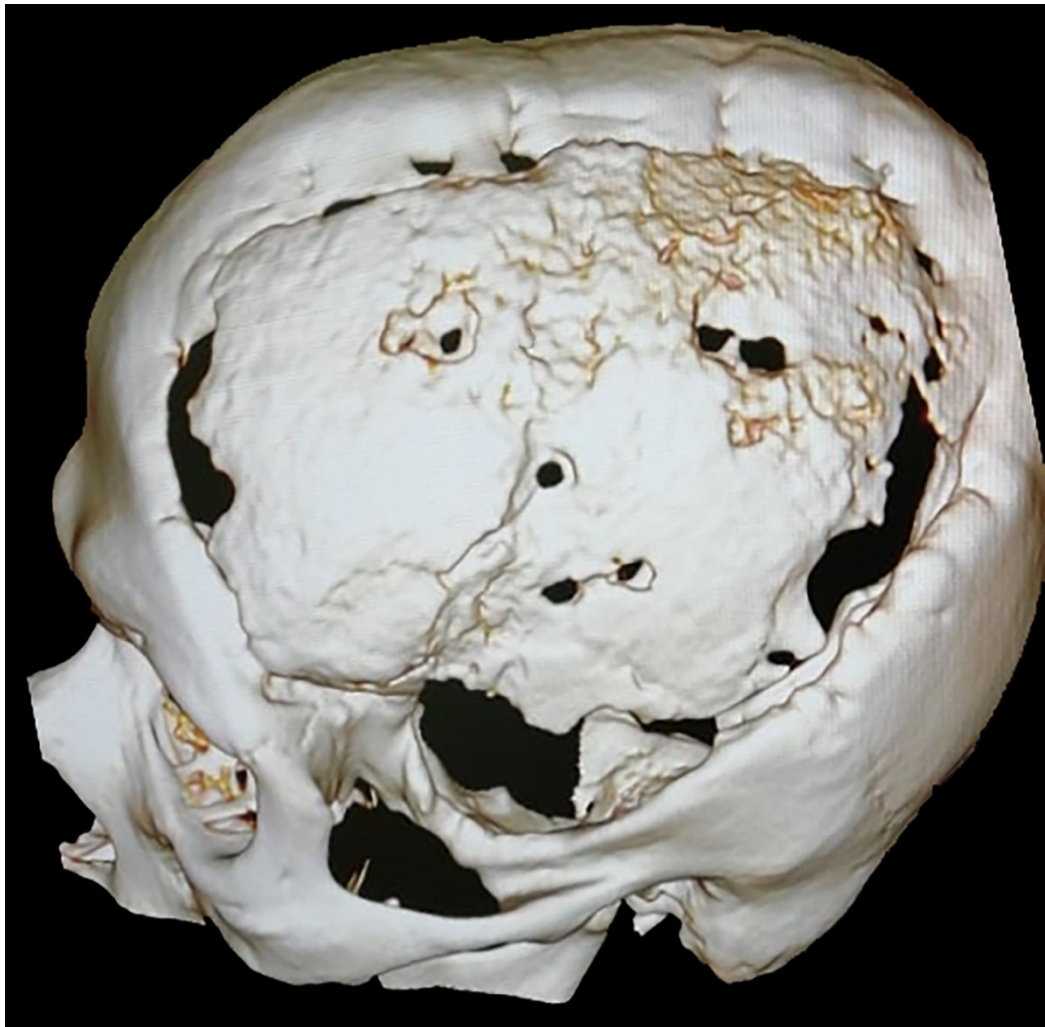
Аутолизис костного импланта через 3 года после краниопластики. Данные 3D реконструкции МСКТ исследования.
